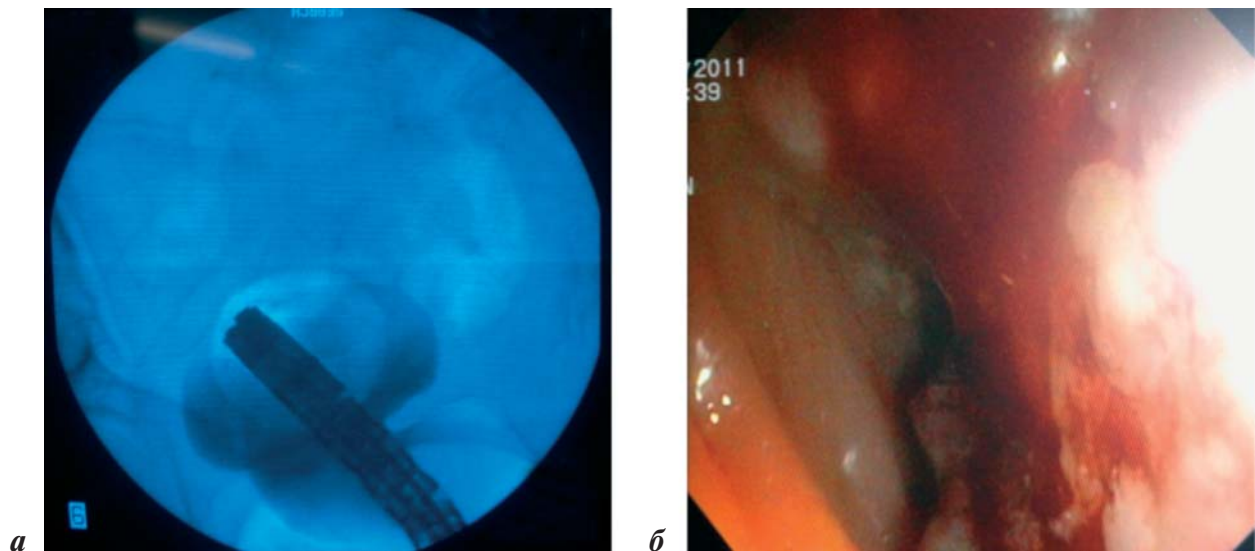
Рентгеноэндоскопическая картина нижней границы опухолевой обструкции:
